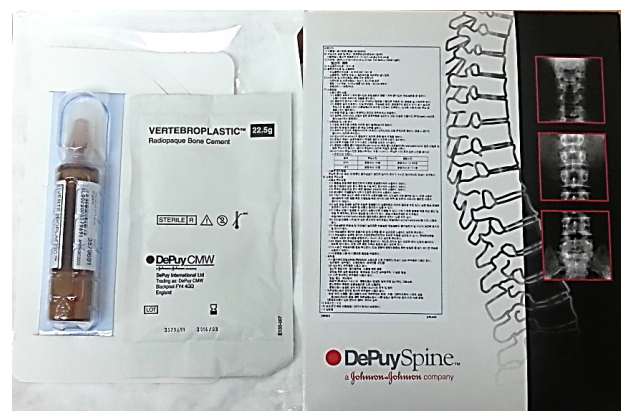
PMMA bone cement was used to evaluate the artifact effect of SPECT/CT images in phantom study.
